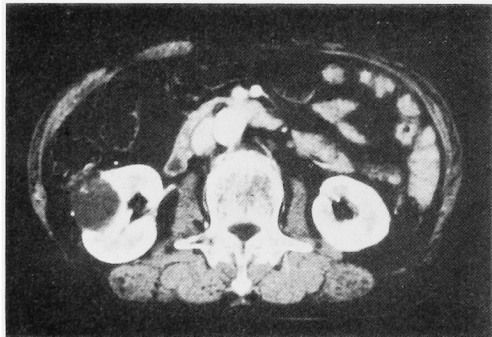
Enhanced CT of the cystadenocarcinoma of the kidney. The cyst content is not homogeneous and an enhanced tumor is located on the unilocular renal cyst wall.
